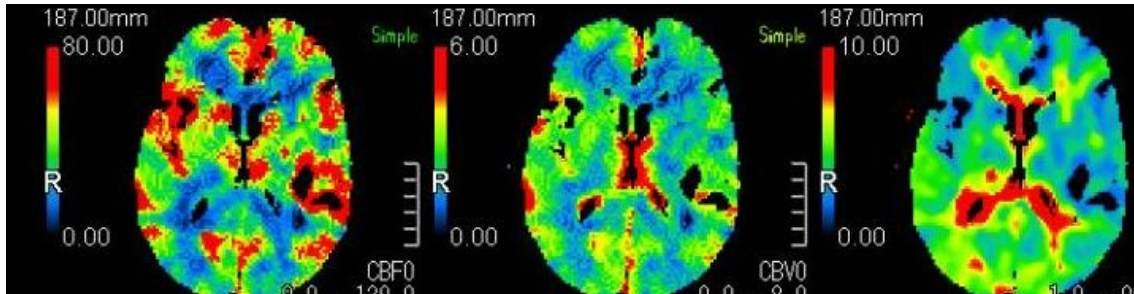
Estudio normal de perfusión cerebral mediante TC.
